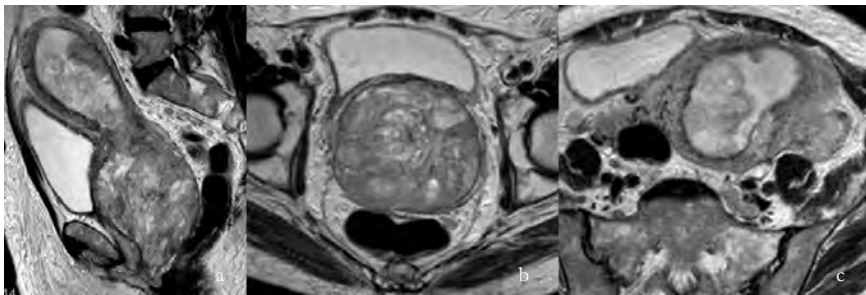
Mulher de 62 anos com volumoso tumor do endométrio, estágio IIIC. A RM pélvica, de que estão representadas sequências T2 no plano sagital (a) e axial a nível do colo (b) e corpo (c), revela tumor ocupando todo o corpo e colo do útero, com 13 x 10 x 7 cm, com invasão da serosa, paramétrios, áreas anexiais e vagina. Embora o tumor envolva todo o endométrio e colo uterino, é notório que ao nível do colo a lesão esta confinada ao útero, com fino anel fibroso a envolver a lesão (b). Pelo contrário, ao nível do corpo, o tumor infiltra os planos adjacentes (c), aspectos compatíveis com a origem endometrial do tumor.
